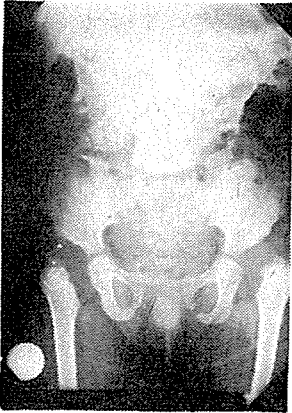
9.8.1969 tarihinde yapılan dizlerin, Passif, zorlu, nötral durumunda pelvisin ön-arka radyografisi. Pelvis ölçüleri aynı. Femur başları sub-lukse. Hemen hemen bilateral 80°-90° anteversiyon var.
